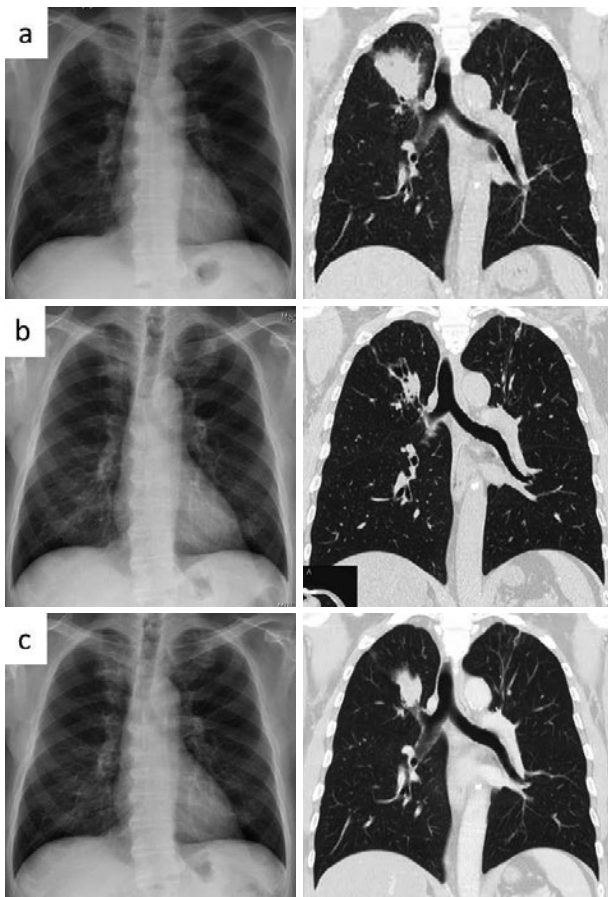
胸部X線およびCT所見。(a) X-2年：初診時。X線およびCTにて右上葉に辺縁整な腫瘤影を認める。(b) X-1年：抗結核薬終了時。腫瘤影は縮小している。(c) X年：入院時。X線にてわずかな濃度上昇，CTにて腫瘤径の増大を認める。
